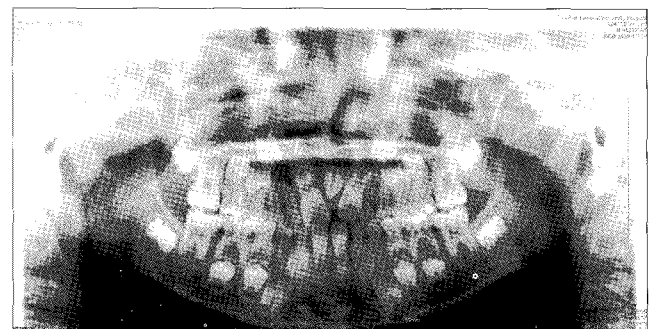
A 9-year-old boy with missing on both maxillary lateral incisors. The panoramic radiograph shows mesiodense as well as taurodonts on both mandibular primary second molar.
